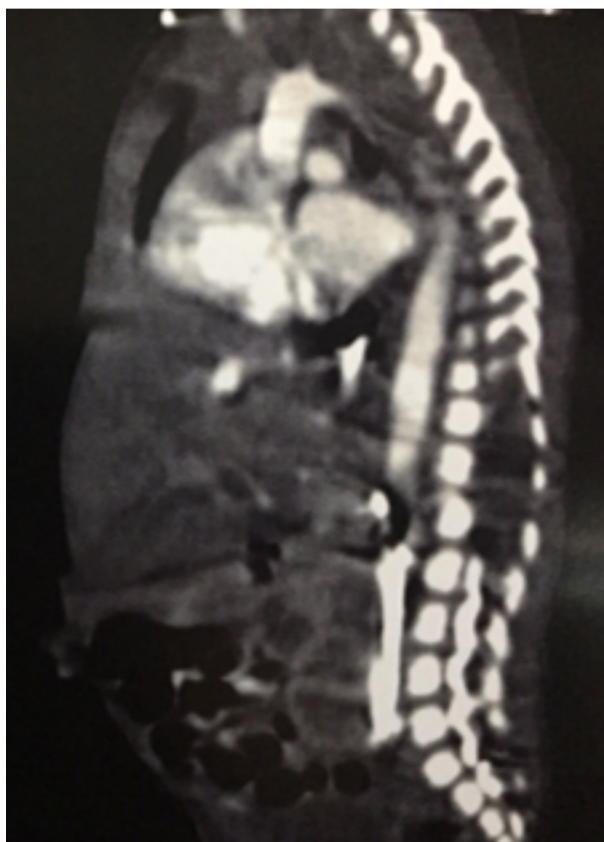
Angiotomografia demonstrando Coarctação da Aorta
